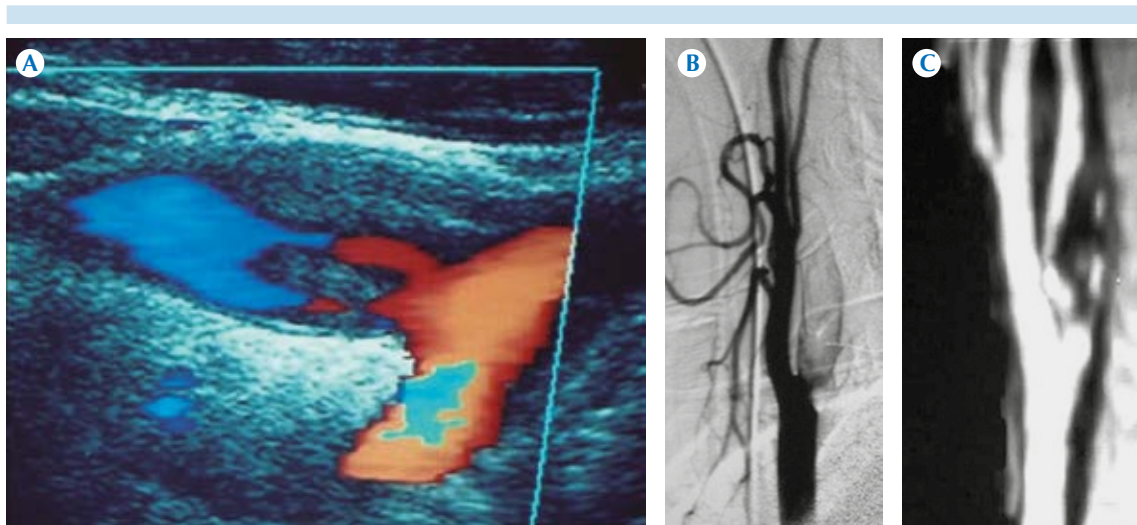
Patrón de disección con doble luz. A) Ultrasonido Doppler color. B) Angiografía con sustracción digital. C) Reconstrucción de angiotomografía.
